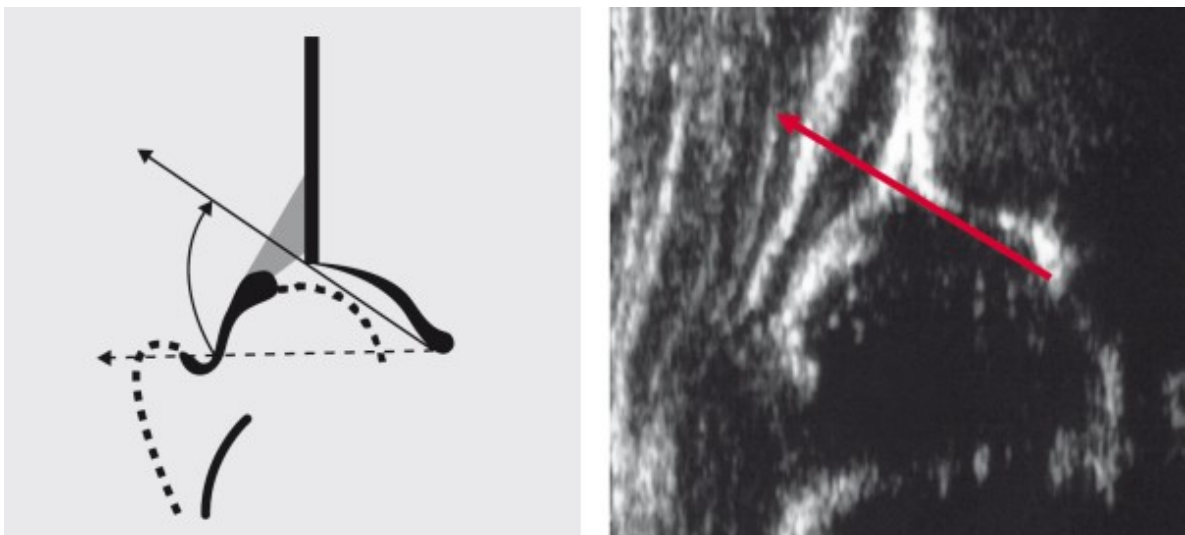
Pfannendachlinie = Knochenlinie - Skizze und Sonogramm (32)
